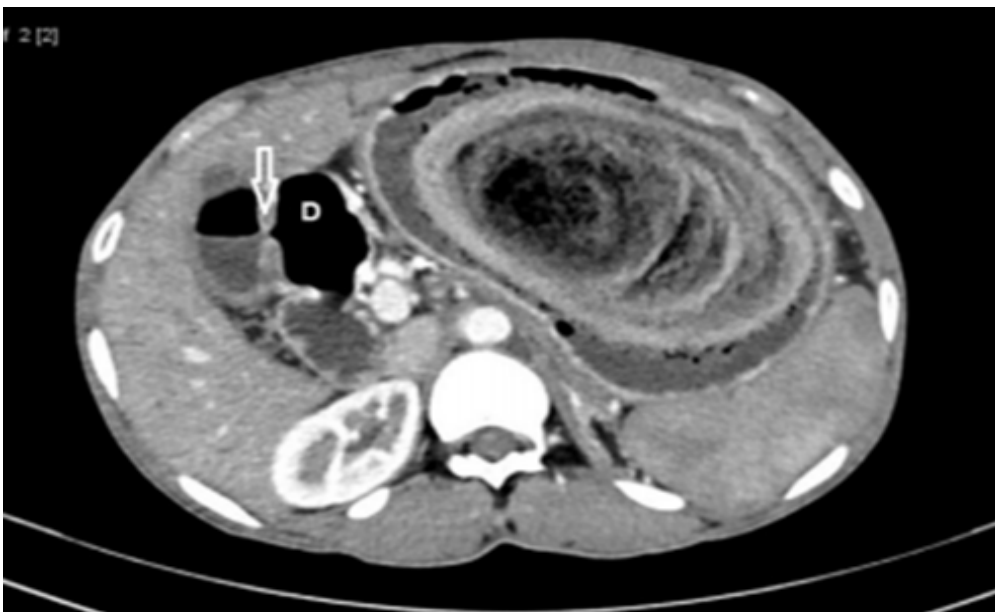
TDM avec produit de contraste, coupe sagittale au niveau du canal pylorique: pas de passage du grand une lésion de masse est notée par le canal (87).
